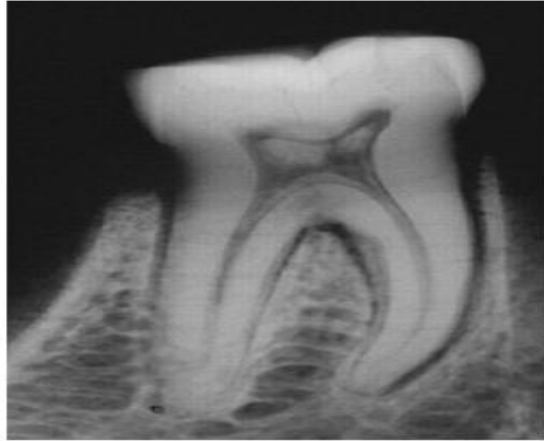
radiographie retro alvéolaire montrant des dégénérescences calciques au niveau d'une molaire inférieure.
